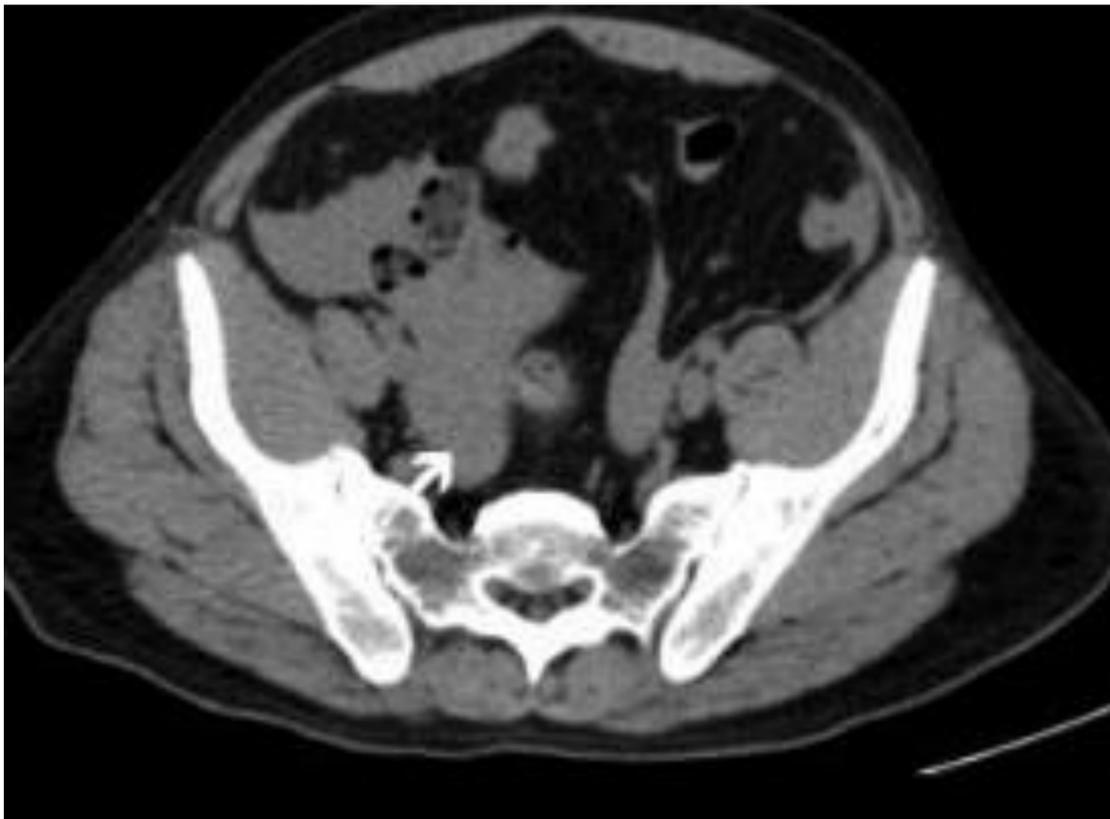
TC sin contraste que evidencia liquido peritoneal de alta densidad en porciones declives de la pelvis.
